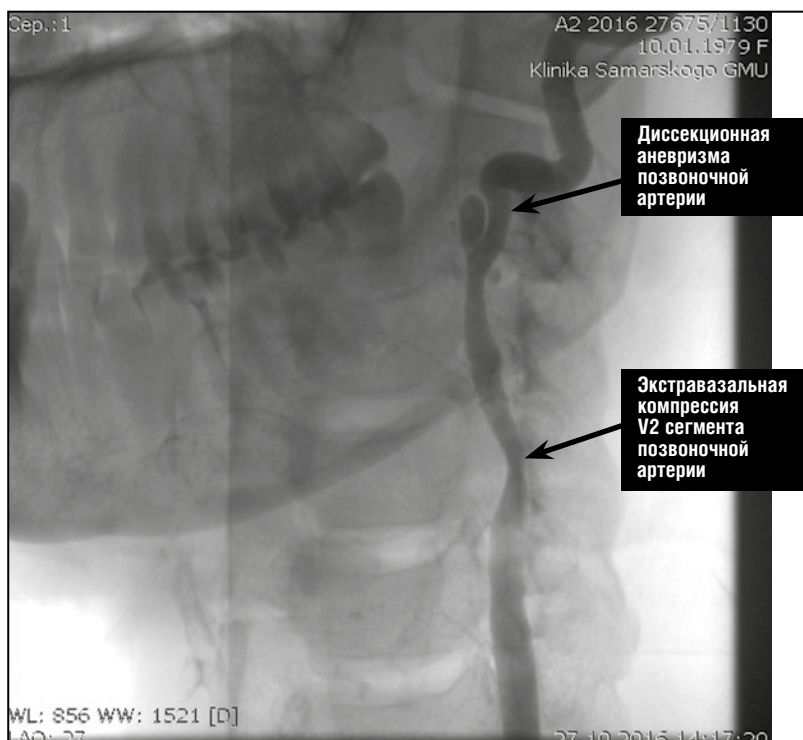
Рентгенконтрастная ангиография левой позвоночной артерии до операции.
